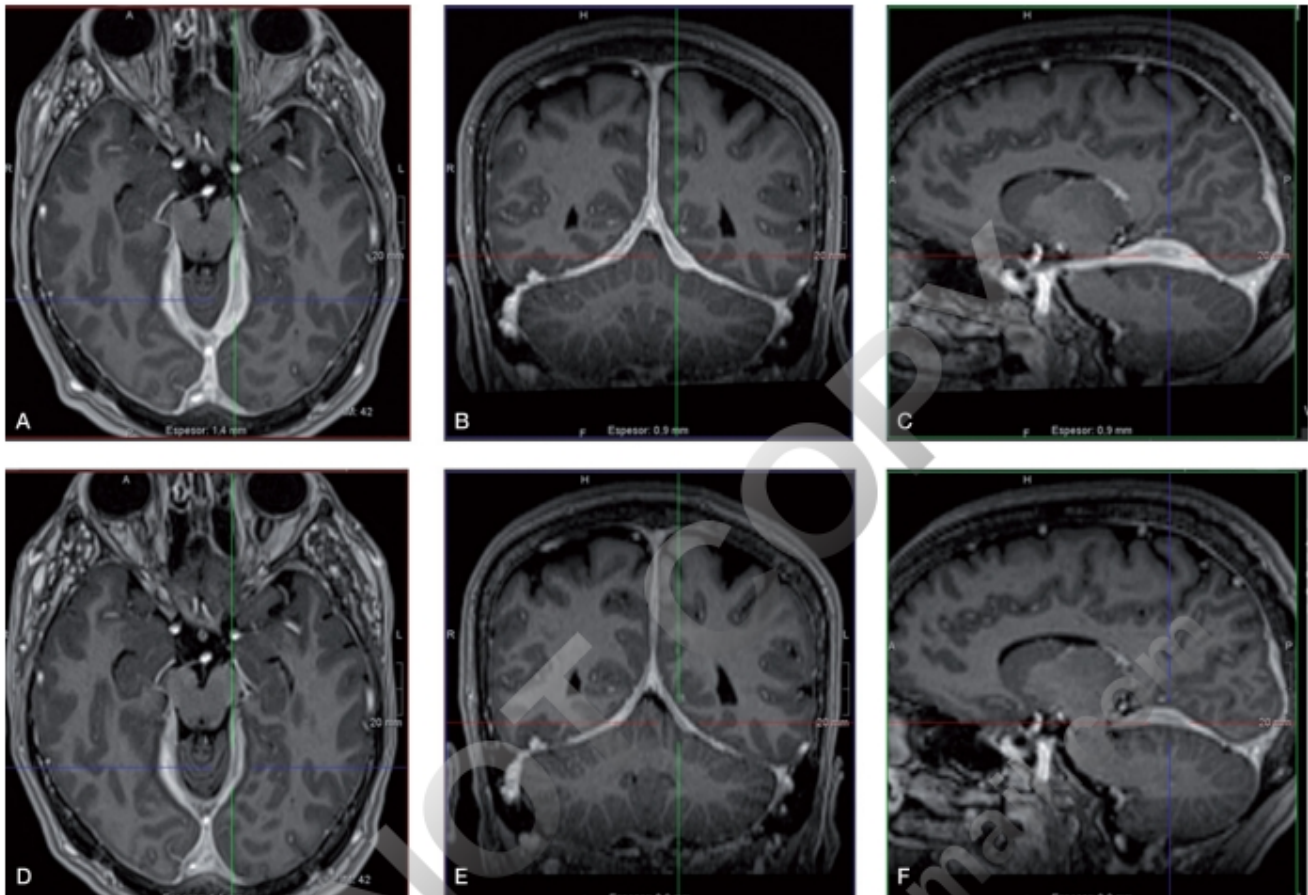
Figura e12.6 Paquimeningitis idiopática. Secuencia 3D-SPGR-T1 de RM con gadolinio. A, B y C. Hipertrofia paquimeningea de la hoz y, sobre todo, del tentorio. D, E y F. Mejoría radiológica tras tratamiento con corticoides.
